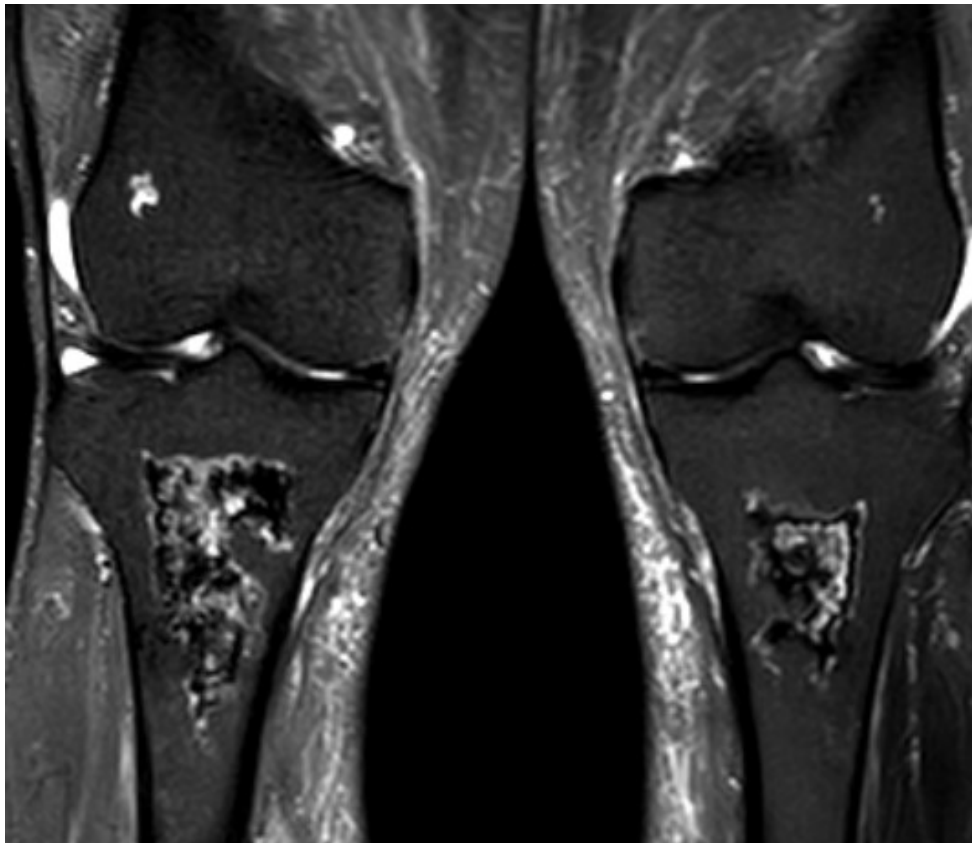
Atteinte bilatérale et symétrique (coupe IRM coronale DPFS). Infarctus osseux diaphyso-métaphysaires proximaux des tibias et ostéonécroses systémiques des condyles fémoraux latéraux.
